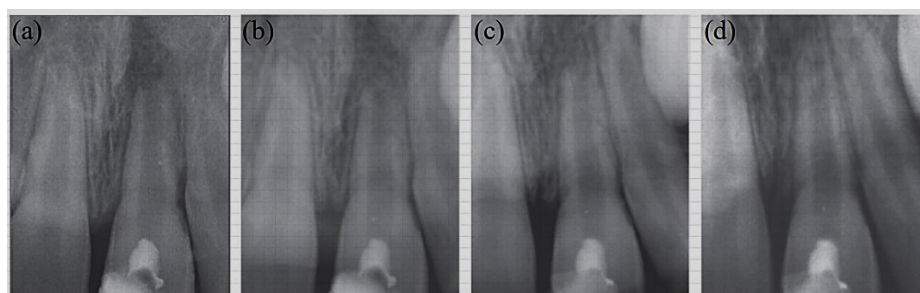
(A) Radiografía postoperatoria después de la revascularización con PRP (B) seguimiento a los 12 meses (C) seguimiento a los 24 meses (D) seguimiento a los 36 meses.
